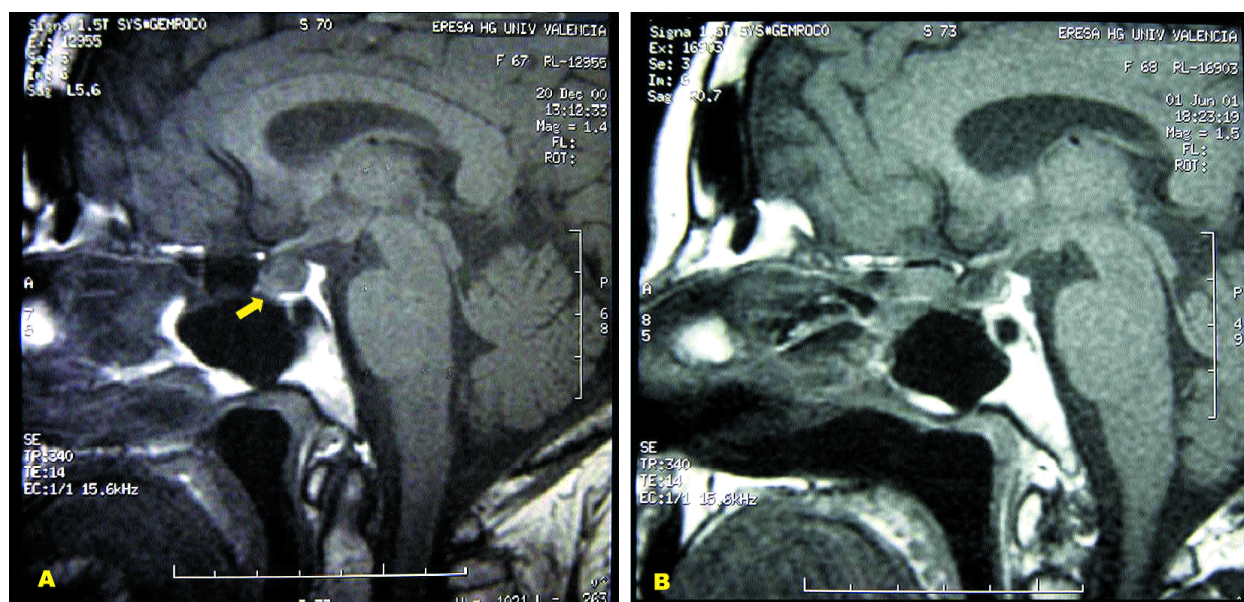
RM. Planos de proyección sagital. 1A. Imagen preoperatoria de microadenoma, que se manifiesta con un cambio de densidad junto a la hipófisis (flecha). 1B. Imagen postoperatoria -6 meses tras cirugía-. Paciente intervenido por abordaje endonasal endoscópico puro, donde se puede apreciar la indemnidad de las estructuras anatómicas, característico de este abordaje mínimamente invasivo.
